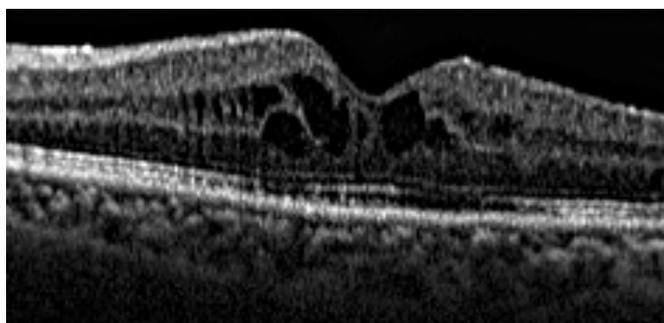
Кистозный макулярный отек по данным оптической когерентной томографии.
